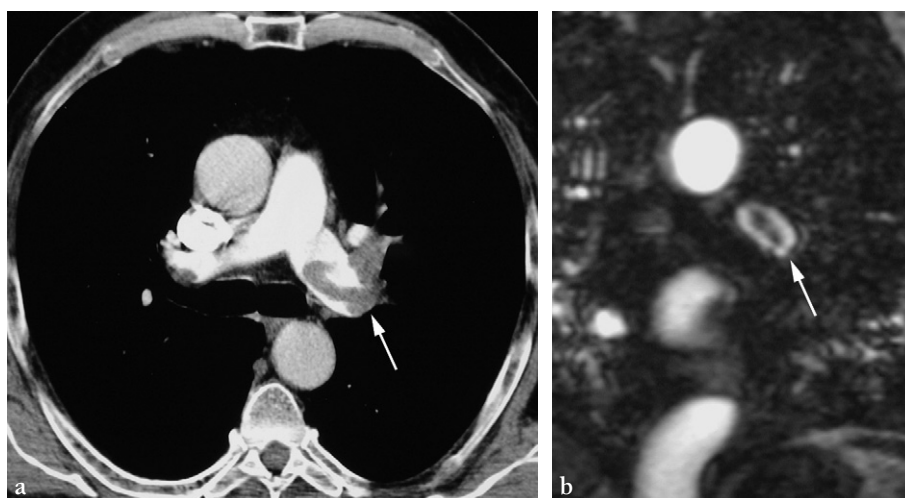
Embolie pulmonaire en IRM.
